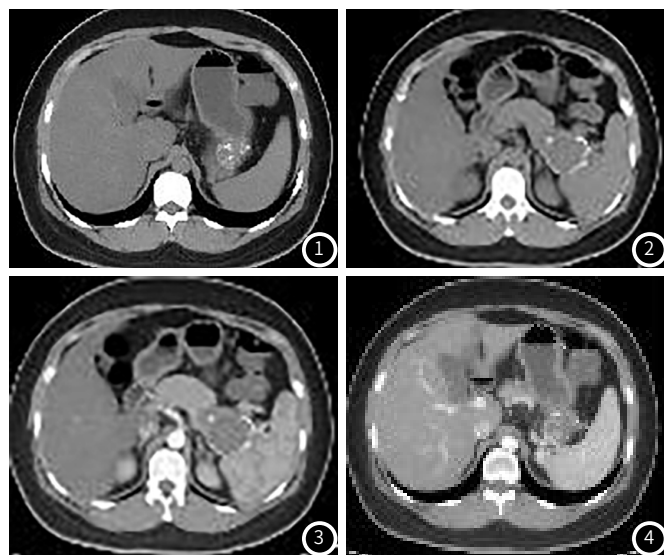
CT平扫示胰尾部可见稍低密度影, 大小约47mm×47mm×42mm。图2 MSCT示: 胰尾处见一类圆形囊实性肿块, 边界多发不连续“蛋壳样”钙化影。图3 MSCT增强后实质部分可见轻度强化, 强化程度低于正常胰腺组织。图4 MSCT增强示: 囊性部分病灶中心低密度区未见明显强化。
